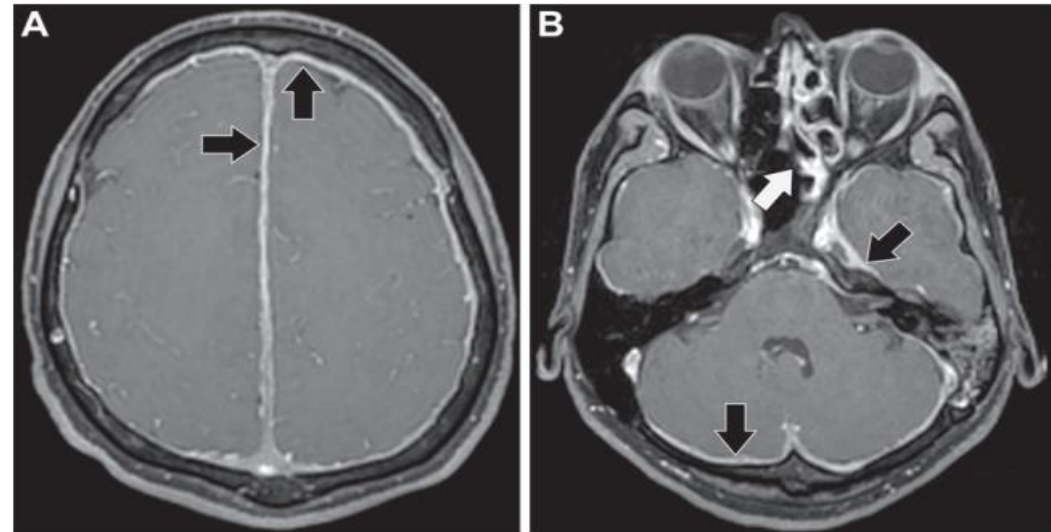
GPA in a 32-year-old man. Axial contrast-enhanced T1-weighted MR images show diffuse pachymeningeal enhancement (black arrows), as well as left ethmoidal sinus disease (white arrow in B).
